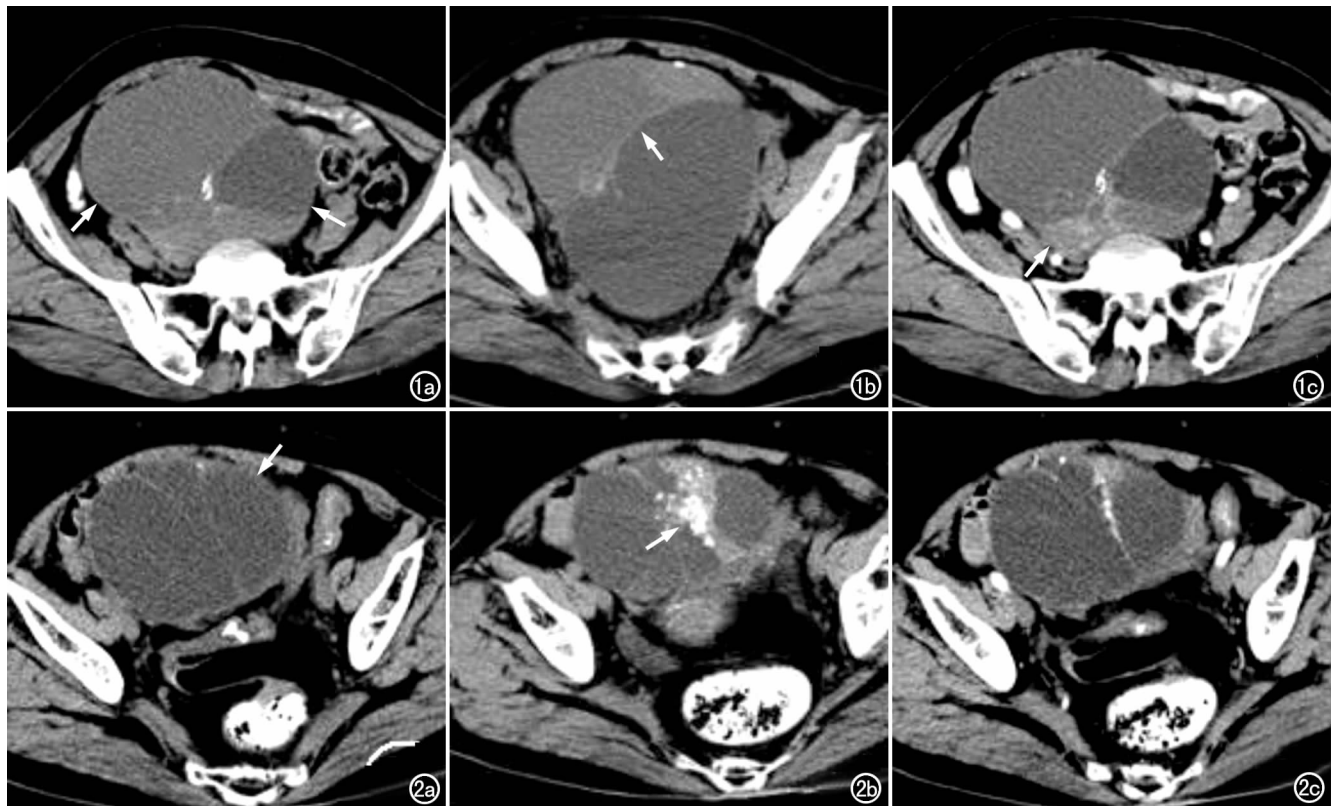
右侧卵巢囊性勃勒纳瘤。a) CT 平扫示右侧附件区囊实性占位(箭), 其内可见点状钙化灶; b) CT 平扫示病灶以囊性为主, 囊内可见纤细分隔(箭); c) CT 增强扫描示分隔及实体部分轻度强化(箭)。图 2 左侧卵巢勃勒纳瘤合并黏液性囊腺瘤。a) CT 平扫示左侧附件区囊实性占位(箭), 边界较清, 囊壁光整, 其内见分隔; b) CT 平扫示肿瘤实性部分内有斑片状钙化灶(箭); c) CT 增强扫描示分隔及实性部分轻度强化, 囊性部分未见强化。
